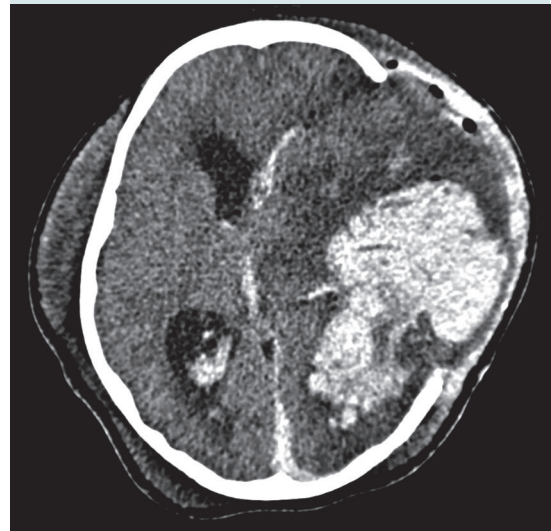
Tomografía axial computada. Se observa hemorragia intraparenquimatoso en región temporo-parieto-occipital izquierda, afectando ventrículo izquierdo con efecto de masa y desviación de línea media.
